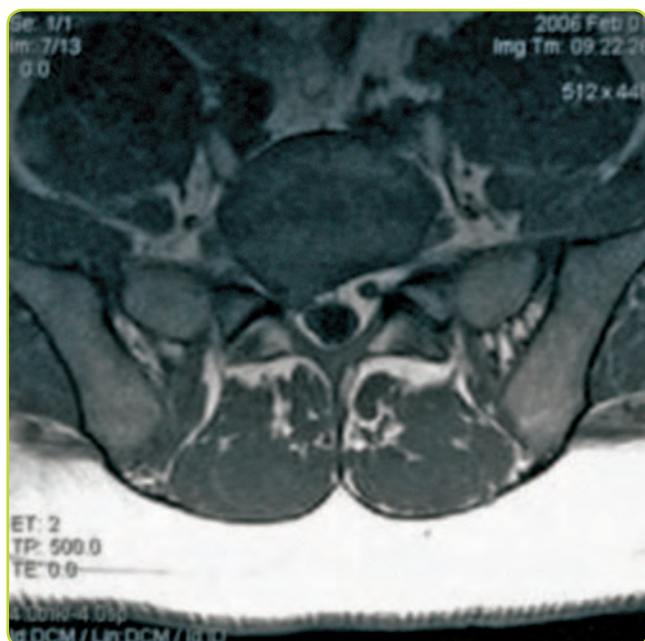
Hernia discal lumbar. Imagen de RM axial ponderada en T1 a nivel del disco intervertebral L5-S1 en la que se observa una herniación del disco en sentido posterolateral derecho que comprime la raíz S1.
